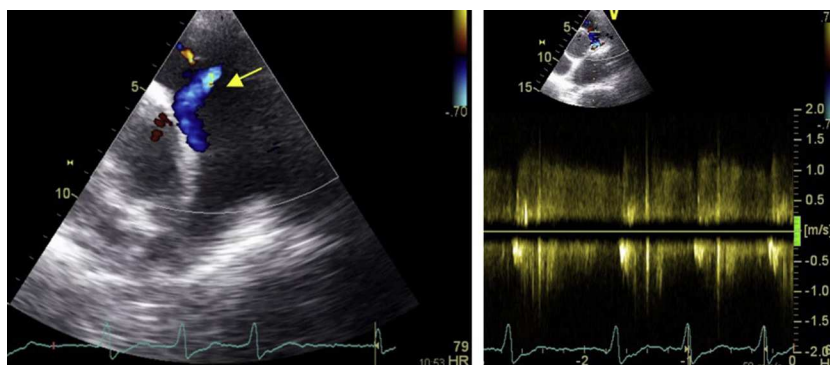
Ecocardiograma transtorácico (plano paraesternal, eixo curto): à esquerda, com Doppler cor visualiza-se fluxo laminar a drenar na região proximal do tronco da artéria pulmonar (seta amarela); observa-se ainda pequeno fluxo de insuficiência pulmonar. À direita, Doppler contínuo revela que se trata de um fluxo sistodiastólico, com predomínio diastólico e com velocidade máxima de 1,0 m/s.
